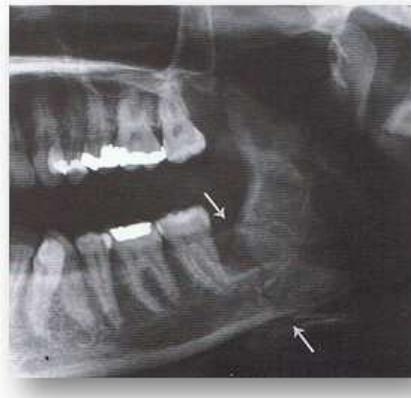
Radiographie montrant une fracture de l'angle mandibulaire gauche dans les suites de l'avulsion difficile de 38 incluse [9].
